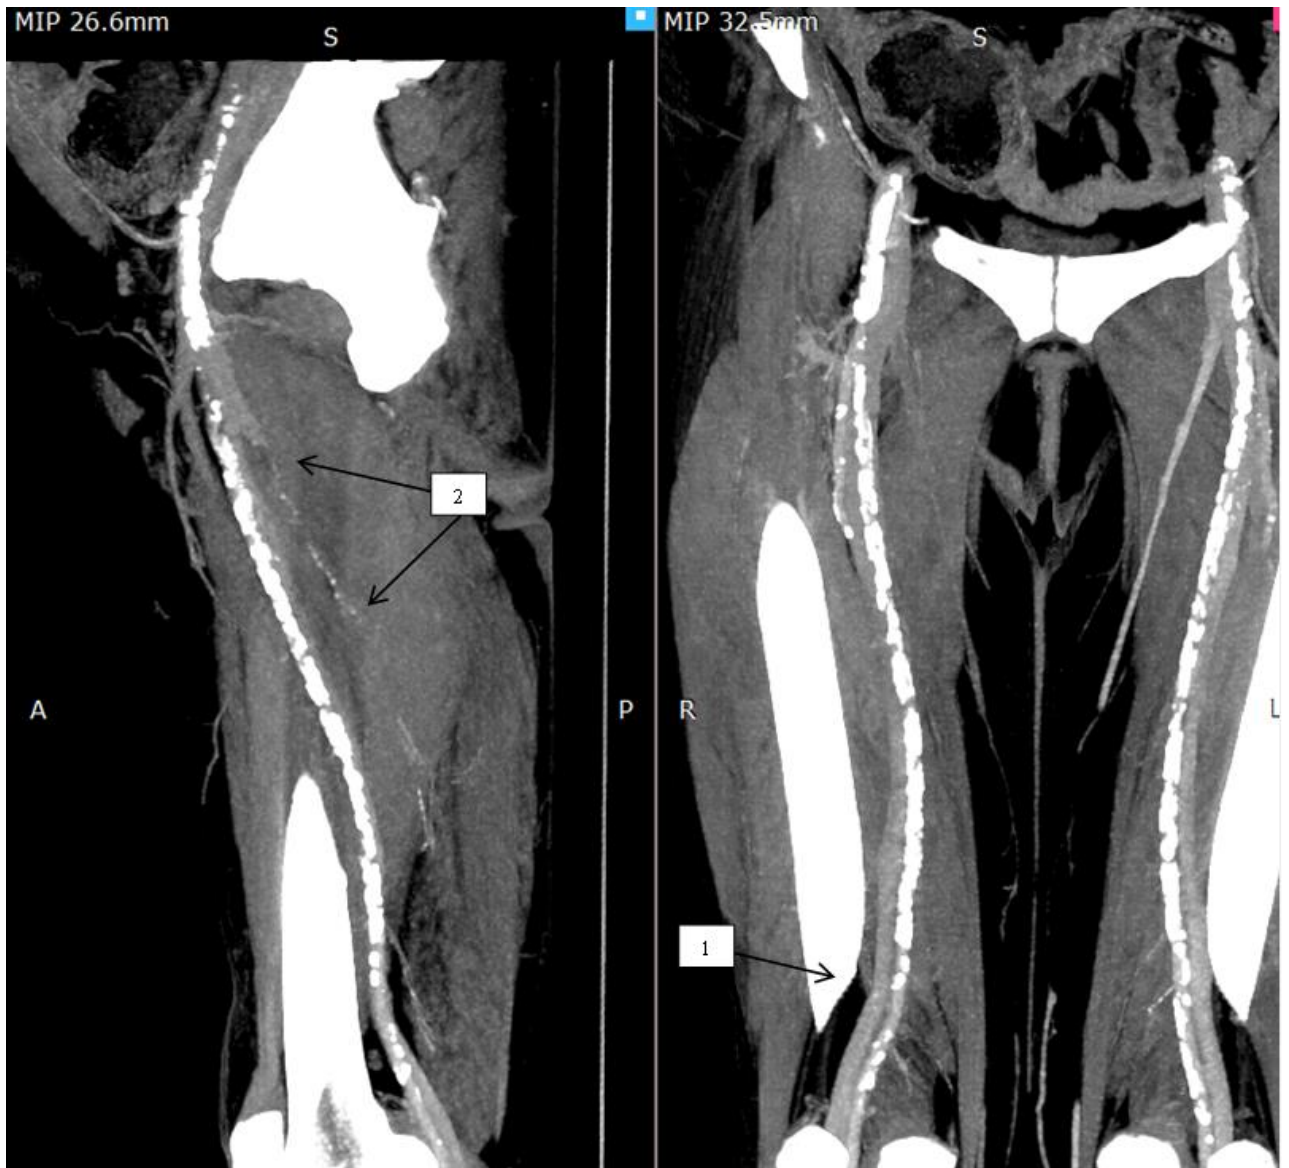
КТ флебограмма (НУ менее 100)
